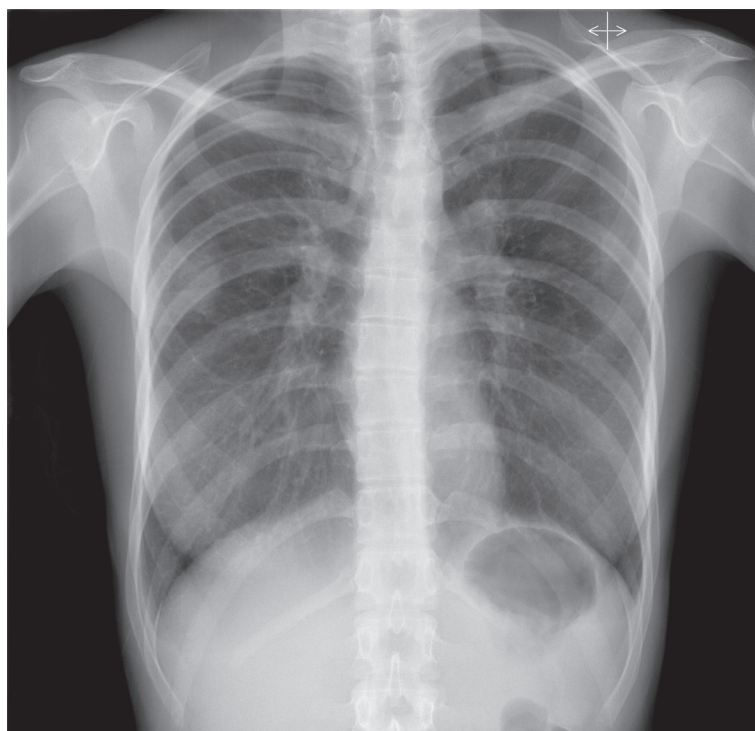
Radiografia do tórax (PA) mostrando foco de consolidação no pulmão direito
